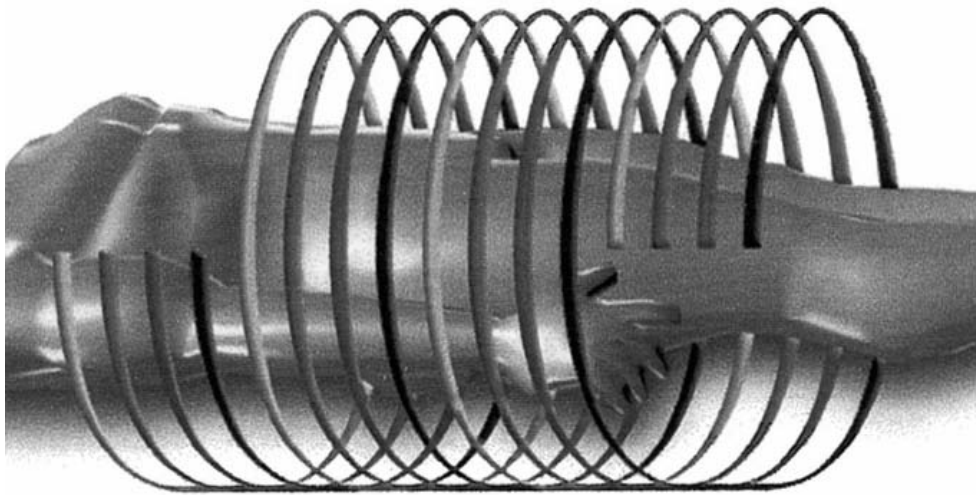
4-Detektor-Spiral-Computertomographie [Mod. nach 74]
